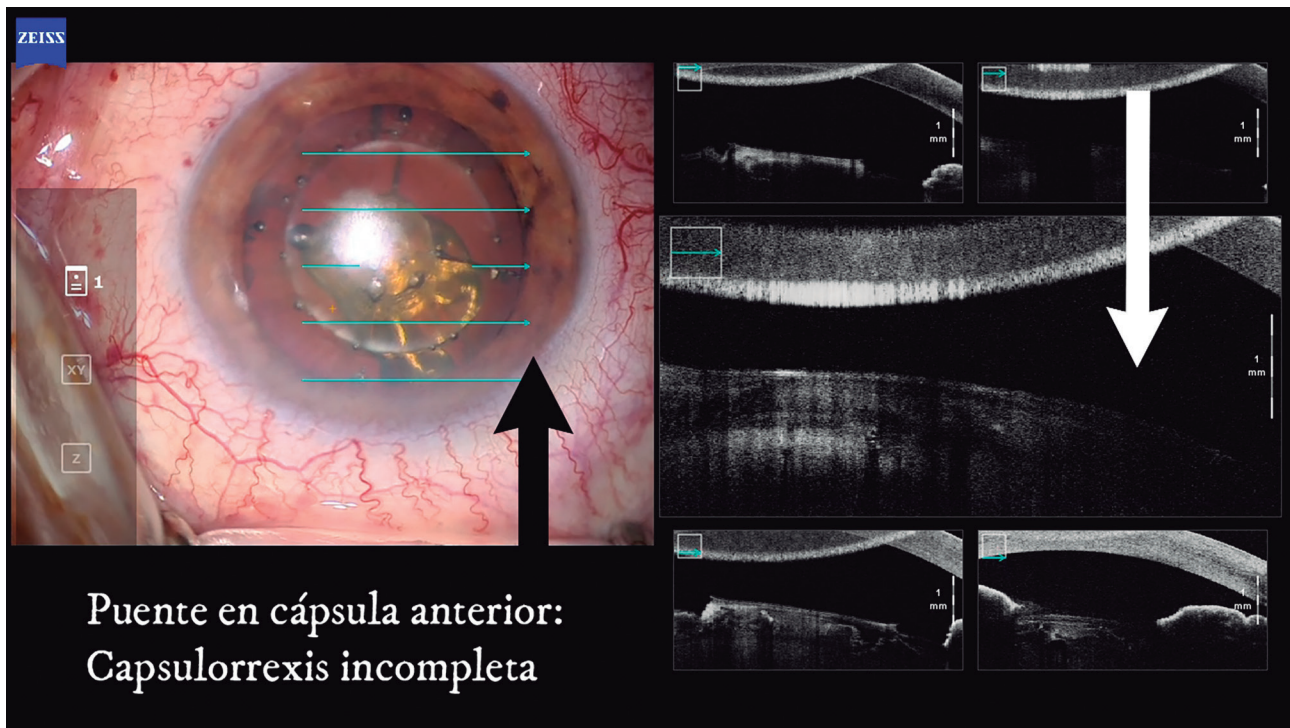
Capsulotomía incompleta vista en OCT. Se observa en la tomografía de coherencia óptica que en esa zona el LFS no ha realizado correctamente el corte de la cápsula anterior.
